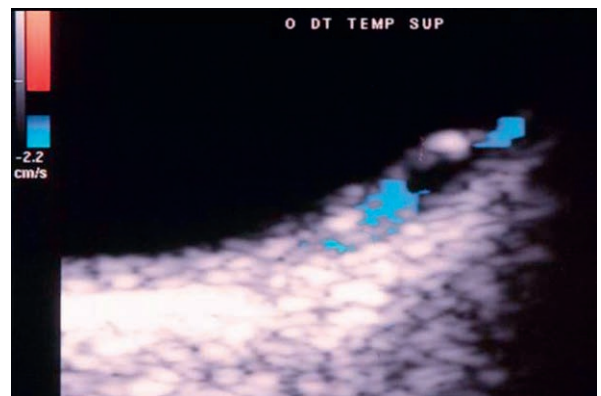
Dilatation variqueuse d'une ampoule vorticeuse – écho-Doppler couleur. L'image montre bien les flux veineux, codés en bleu, de part et d'autre de la petite lésion, qui avait des dimensions variables en mode B, sans excavation choroïdienne.
